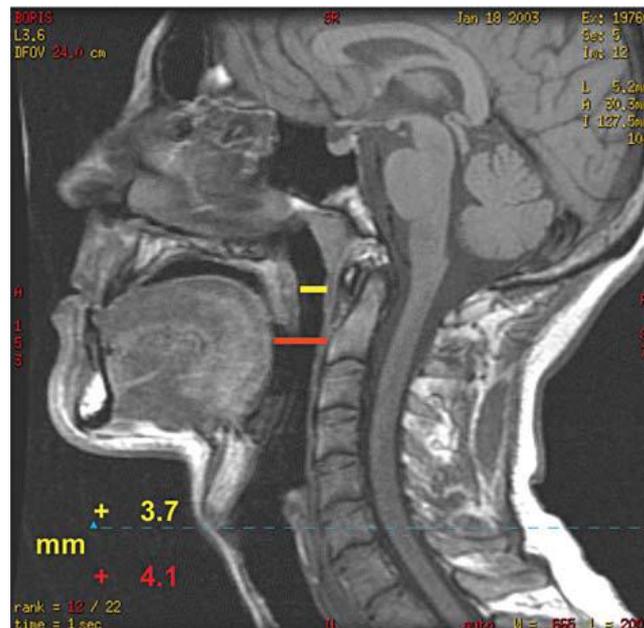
Mise en évidence en IRM de profil de l'effet sur les voies aériennes supérieures d'une avancée mandibulaire de 8 mm chez un sujet sain éveillé ^[48]
